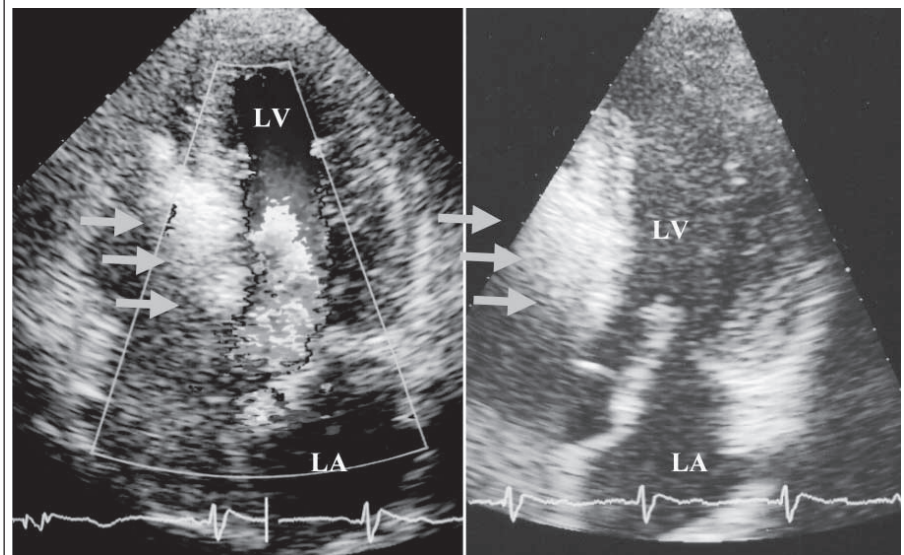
Myokard-Kontrastechokardiographische Darstellung (links) des prospektiven Ablationsgebiets und Alkohol-Imprägnation (Pfeile) des basalen Septums in gleicher Lokalisation (rechts) bei echokardiographisch geführter PTSMA; LA: Linkes Atrium; LV: Linker Ventrikel
